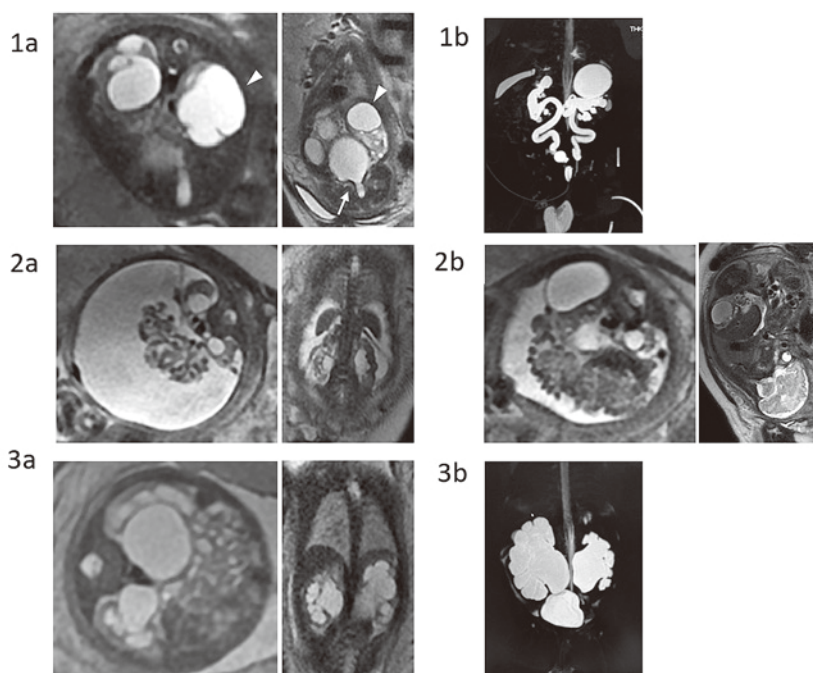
1a: MRI T2 強調画像 (妊娠 31 週 0 日)
